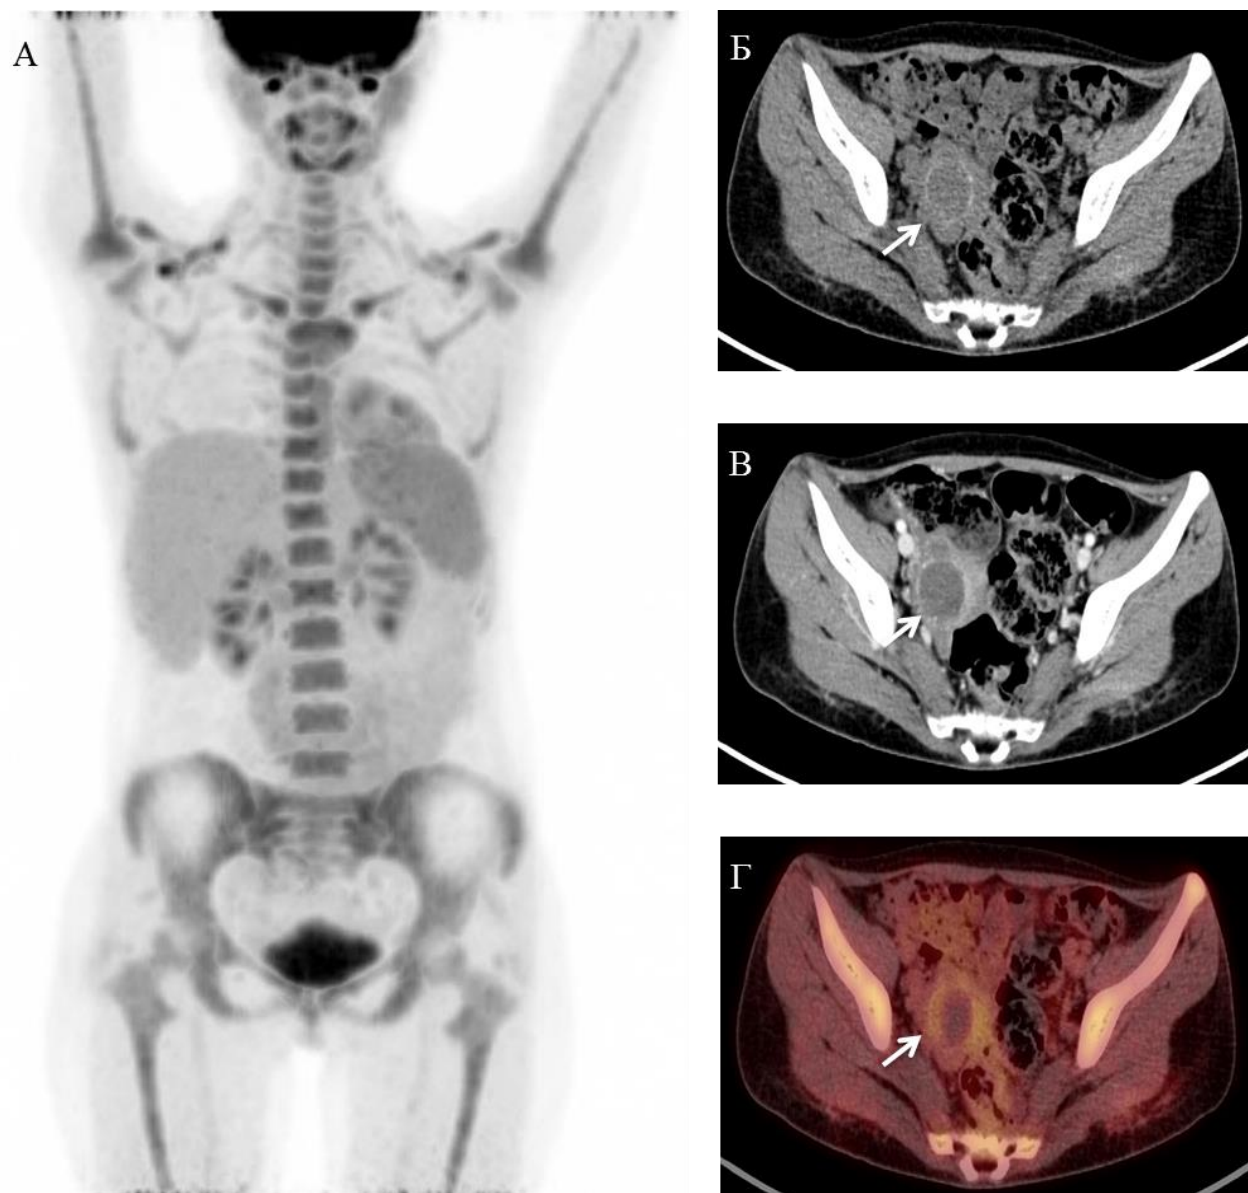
Расположение рецидивного узла на данных ПЭТ
